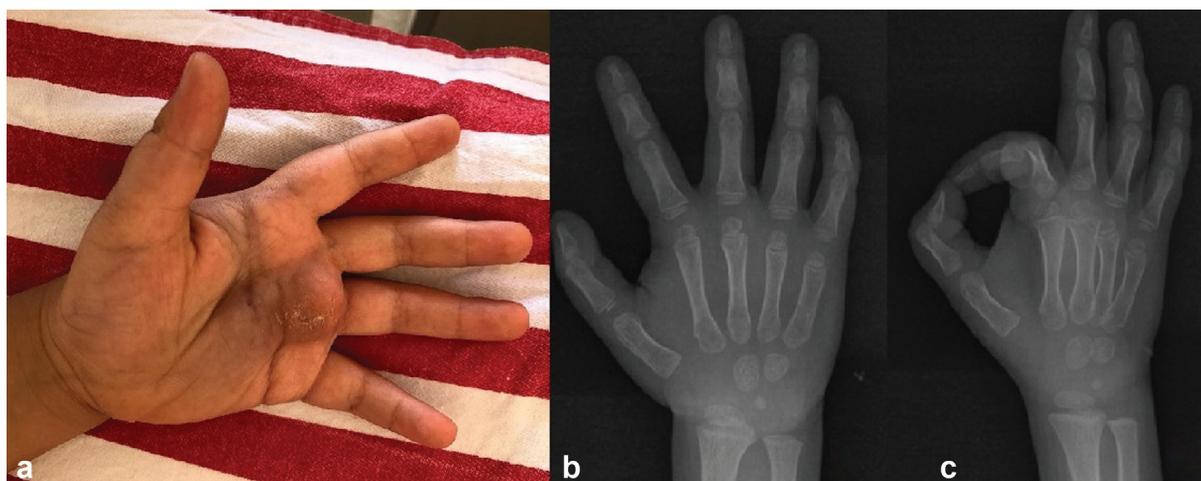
a) massa de partes moles, pastosa e imóvel na palma da mão esquerda. b,c) Nenhum achado patológico foi detectado nas radiografias diretas.
